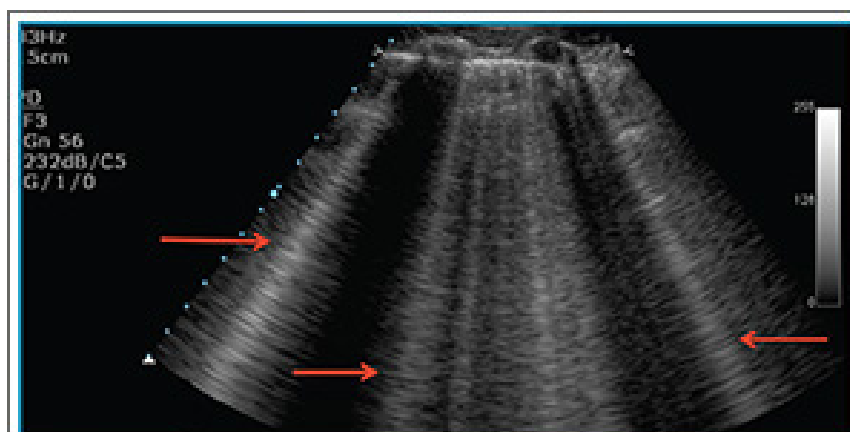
Ultrasound showing bilateral B lines, commonly seen in lungs with interstitial edema
